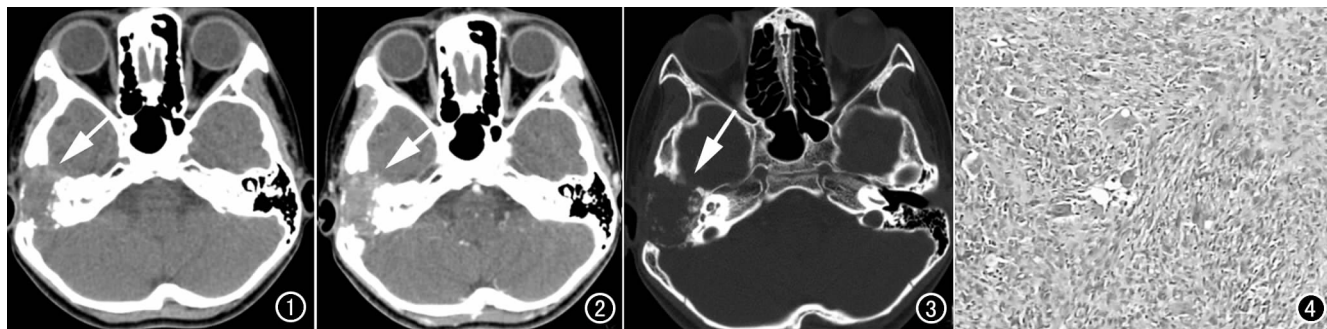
CT 平扫示右侧外耳道区、中耳区软组织密度影充填(箭),并向颅内发展。图 2 CT 增强示病灶轻度强化(箭)。
